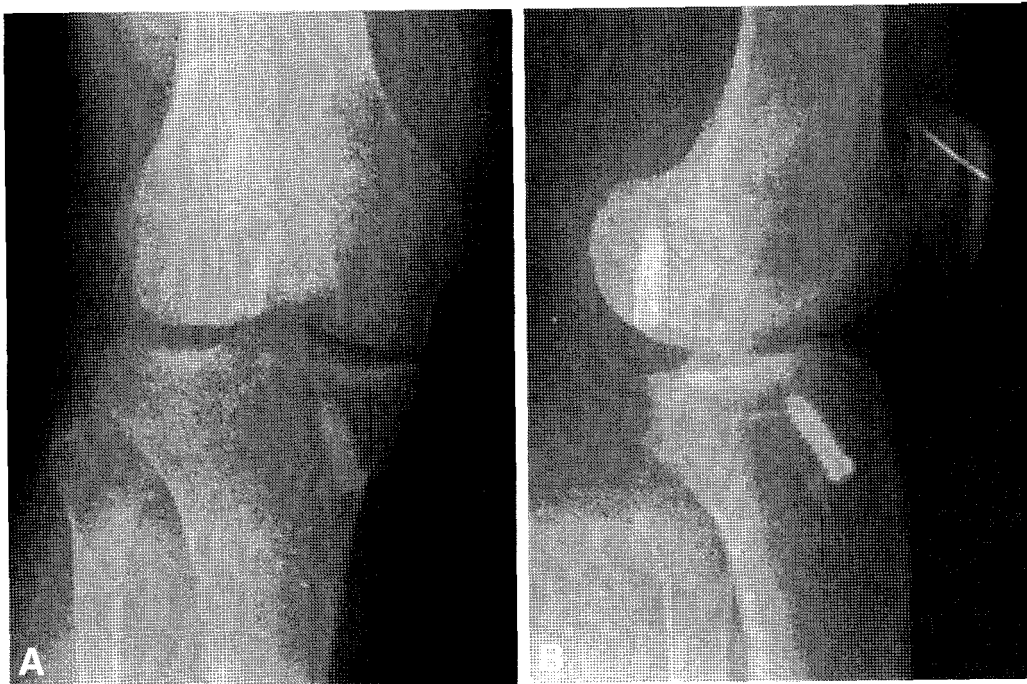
(A-B) AP and lateral plain radiographs taken 11 years postoperatively. Both radiographs demonstrate migration of the femoral interference screw into the posterior compartment.
